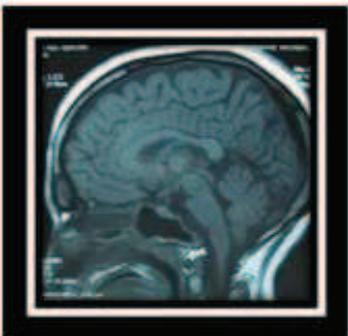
IRM post op en coupe sagittale en SPT1 montrant l'absence du kyste.
